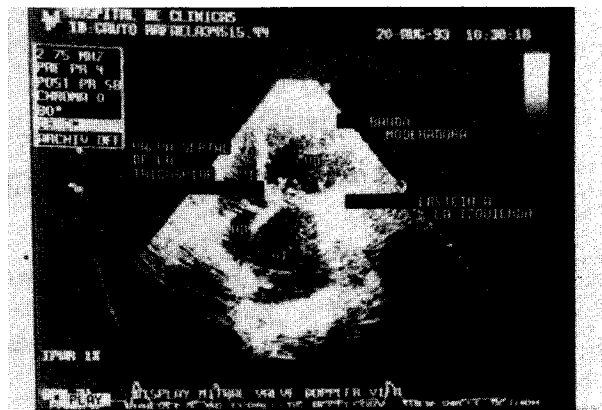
Ecocardiograma. Arriba: plano de cuatro cámaras desde el ápex en el que se comprueba implantación de la valva septal tricúspidea a nivel del septum interventricular con la banda moderadora en la cavidad, lo que define a dicho ventrículo como anatómicamente derecho. Asimismo se visualiza una distancia entre la implantación tricúspidea y mitral (a la derecha) aumentada, lo que permite diagnosticar anomalía de Ebstein (a la izquierda). Abajo: se observa insuficiencia tricúspidea masiva (con color). AD, aurícula derecha; AI, aurícula izquierda; VD, ventrículo derecho; VI, ventrículo izquierdo.
